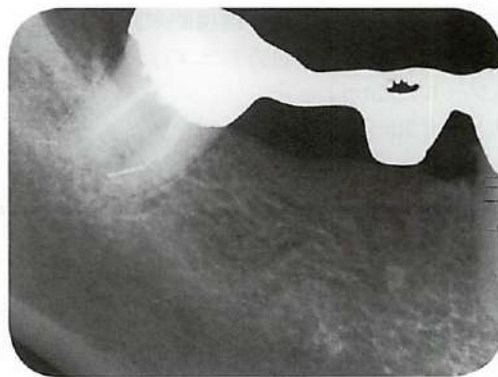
術後12年。根尖のX線透過像は消失しており、歯根肉芽腫の可能性が高い。
